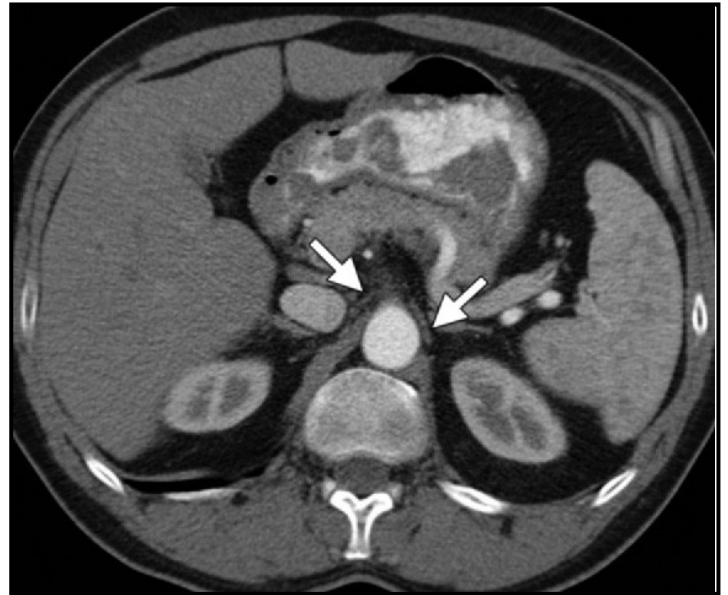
TC en donde se observan los ganglios celíacos. El ganglio celíaco derecho entre un "sándwich" entre la vena cava inferior y el pilar del diafragma derecho y el ganglio celíaco izquierdo en otro "sándwich" entre el pilar del diafragma izquierdo y la glándula suprarrenal izquierda.
